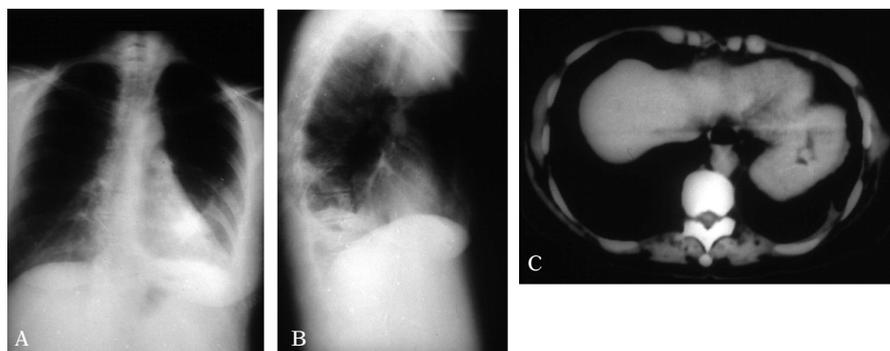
Controles de imagen al mes de la operación. A: radiografía posteroanterior de tórax. B: radiografía lateral de tórax. C: TAC abdominal en el que se observa la disminución de la cavidad esplénica.
